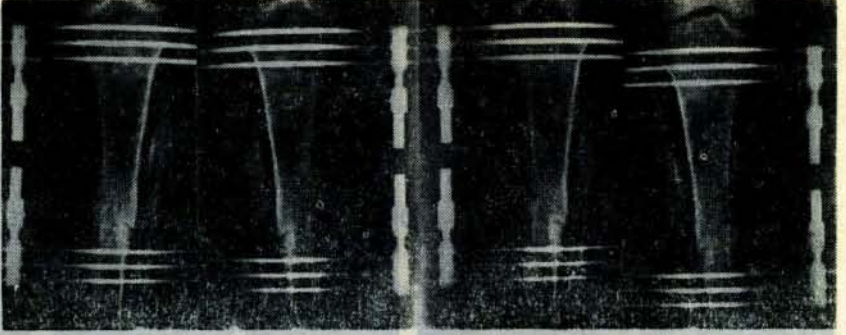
4 — 6. Haftada AP-Lateral radyografisi.
